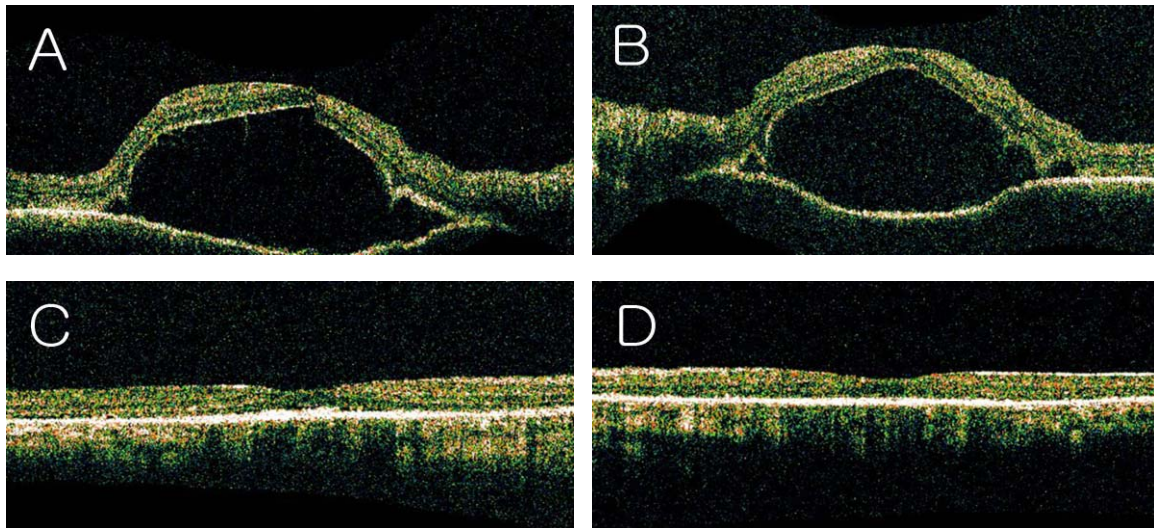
Optical coherence tomography demonstrates serous retinal detachment at presentation in the right eye(A), and in the left eye (B). Subretinal fluid is resolved at 3 months in the right eye (C), and at 2 months in the left eye (D).
